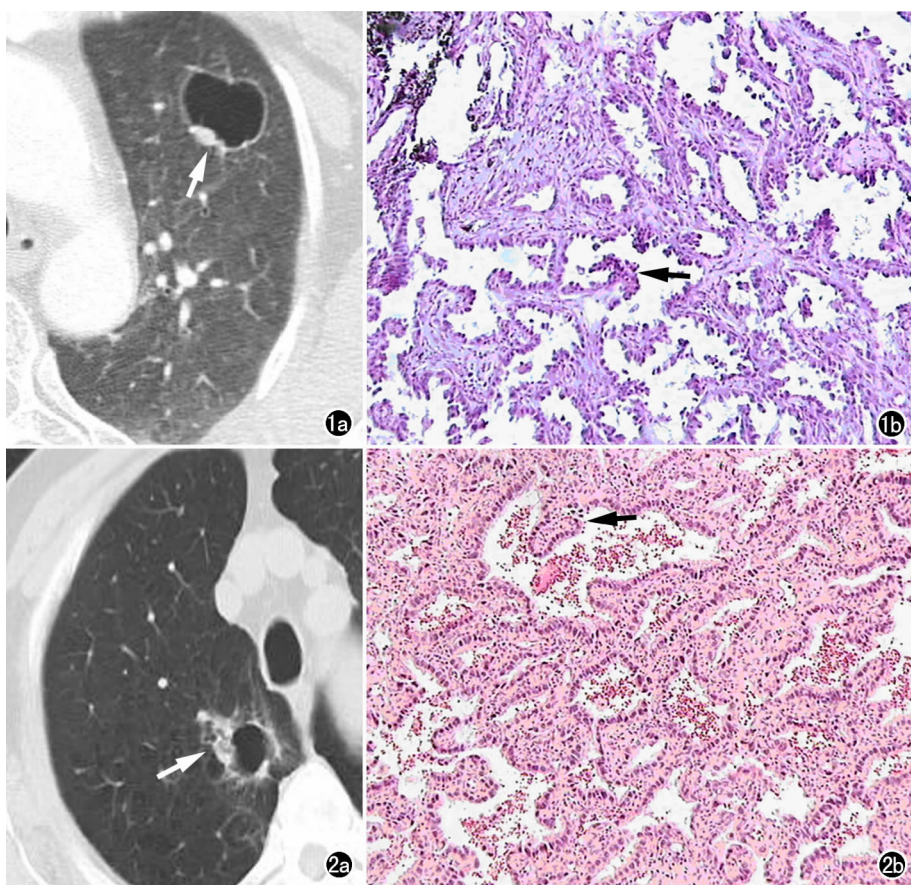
a) 左肺中分化腺癌, 横轴面 CT 扫描示空腔壁较均匀增厚且有壁结节(箭), 腔内无分隔; b) 镜下示癌细胞沿着肺泡壁, 及肺间质直接扩散, 乳头状向肺泡内突起(箭), 肺泡壁及支气管壁结构未见破坏($\times 100$, HE)。图 2 a) 右肺高分化腺癌伴支气管肺泡癌, 横轴面 CT 扫描示空腔壁不均匀增厚且有壁结节(箭), 腔内无分隔; b) 镜下示癌细胞侵犯支气管壁, 造成支气管壁狭窄($\times 100$, HE)。
